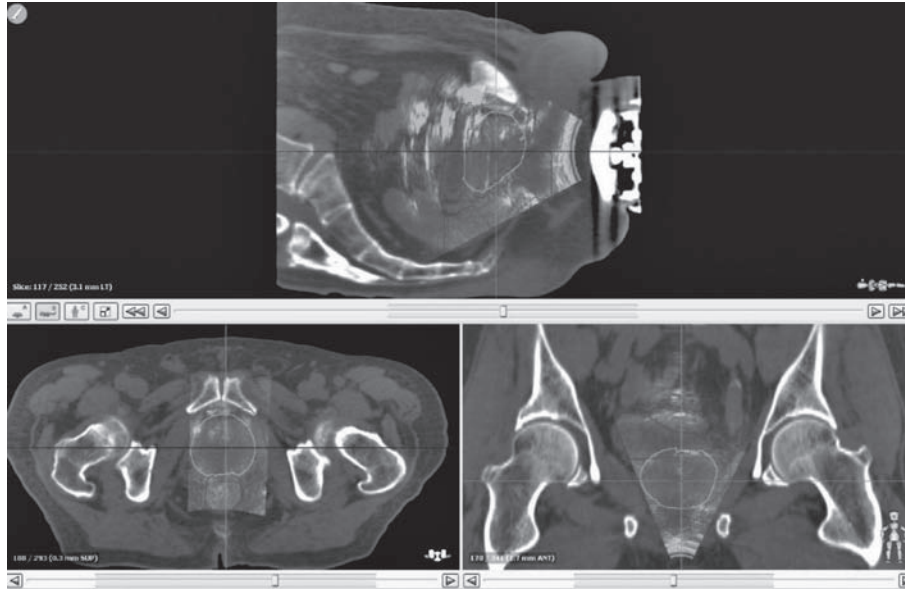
治療計画時 CT と計画時に取得した画像の照合
